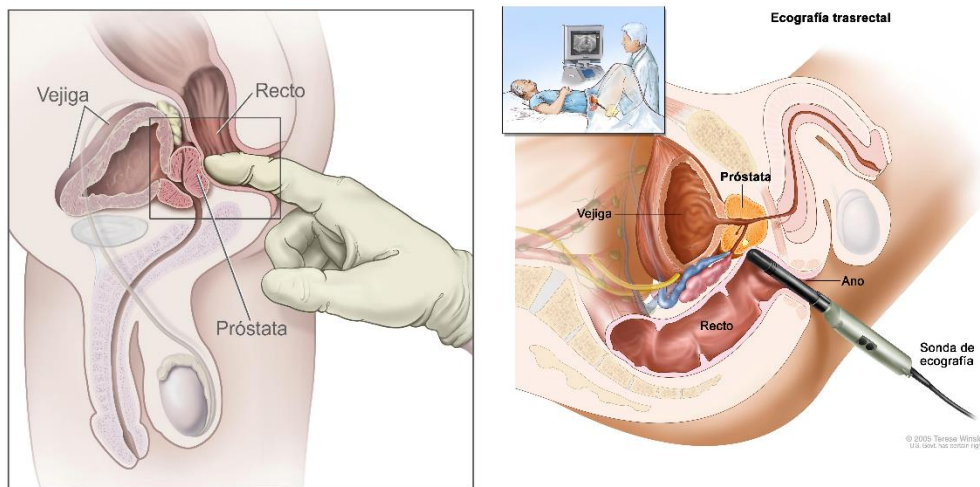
Examen digital rectal y ultrasonido transrectal. Imagen tomada de Winslow, 2005. A la izquierda se muestra una ilustración de un examen digital rectal de la glándula prostática. A la derecha, una ilustración de un ultrasonido transrectal.
